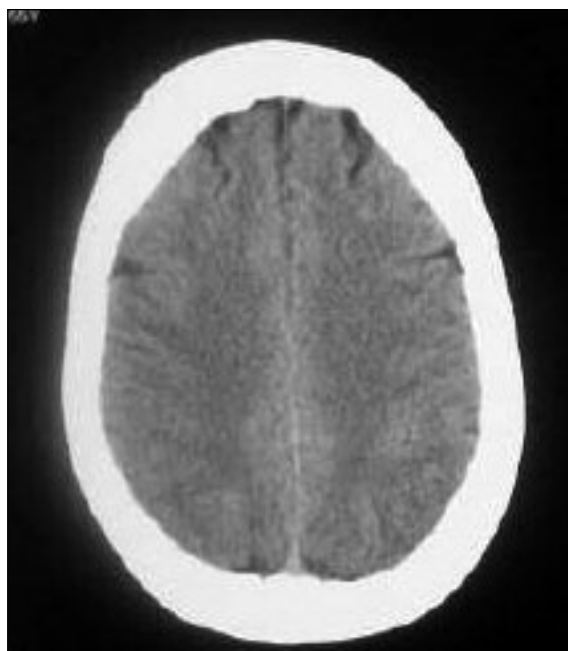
Tomografia computadorizada do crânio.
